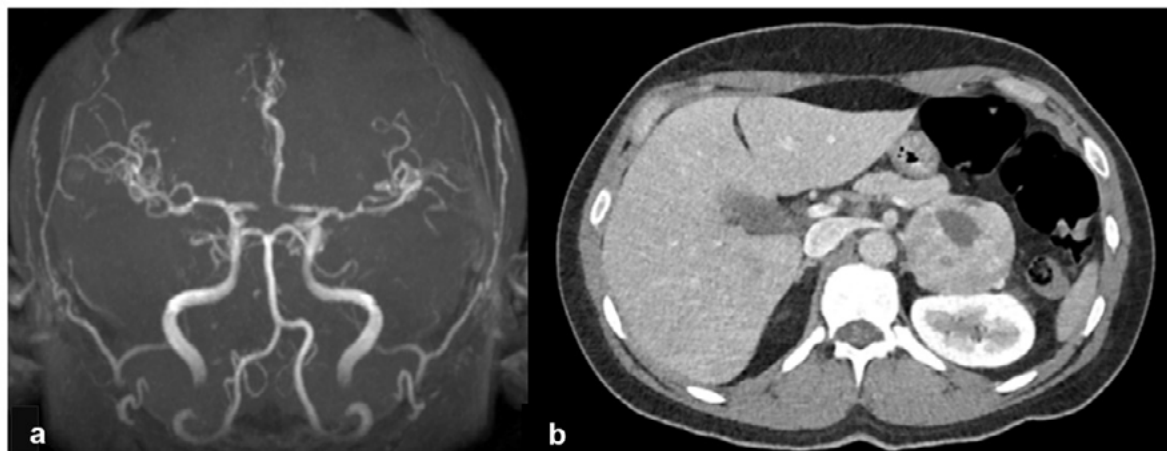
a) Angiografía por resonancia magnética (tiempo de vuelo), sin evidencia del patrón "string of beads"; 2b) Tomografía computarizada de abdomen contrastada, donde se observa una masa retroperitoneal en el polo superior del riñón izquierdo, en contacto con la glándula suprarrenal.
